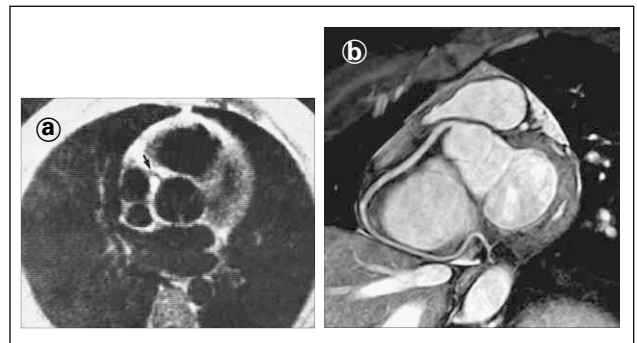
Historische Entwicklung der CMRA: a) Erste Darstellung der RCA mittels T1 Spin Echo 1983 (Mit freundlicher Genehmigung der Radiological Society of North America aus Herfkens R, et al. Nuclear magnetic resonance imaging of the cardiovascular system: normal and pathologic findings. Radiology 1983; 147: 749–59). b) State-of-the-art-Darstellung der RCA 2002: 3D bTfE und Atemanhaltetechnik (Mit freundlicher Genehmigung von Wiley-Liss, Inc., a subsidiary of John Wiley & Sons, Inc., © 2002, aus Stuber M, et al. "Soap-Bubble" visualization and quantitative analysis of 3D coronary magnetic resonance angiograms. Magn Reson Med 2002; 48: 658–66.)
